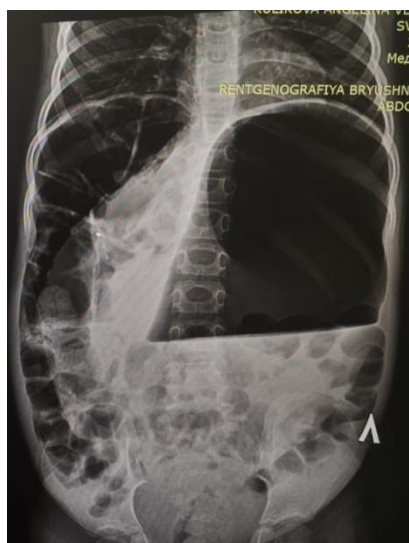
Обзорная рентгенография органов брюшной полости: острое расширение желудка
